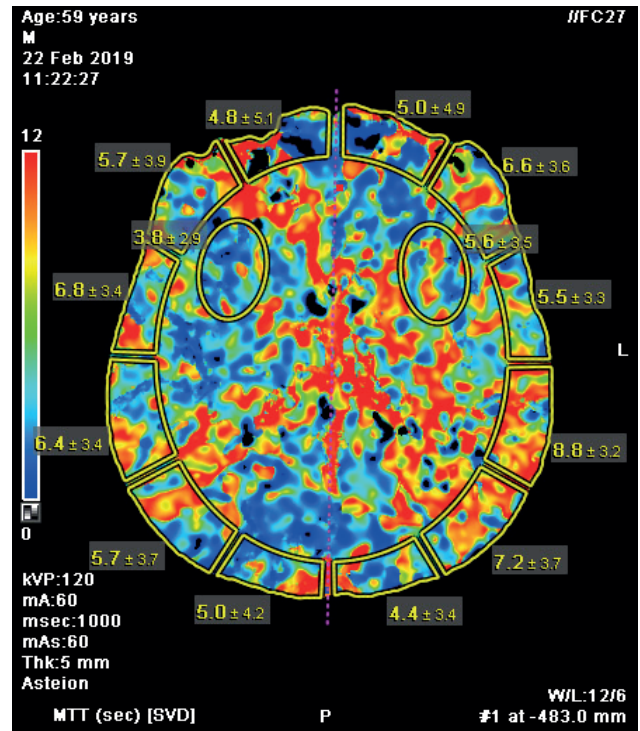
MTT (mean transit time) карта послеоперационной компьютерно-томографической перфузиографии головного мозга: повышение показателей MTT во всех зонах, что является признаком коллатерализации кровотока
